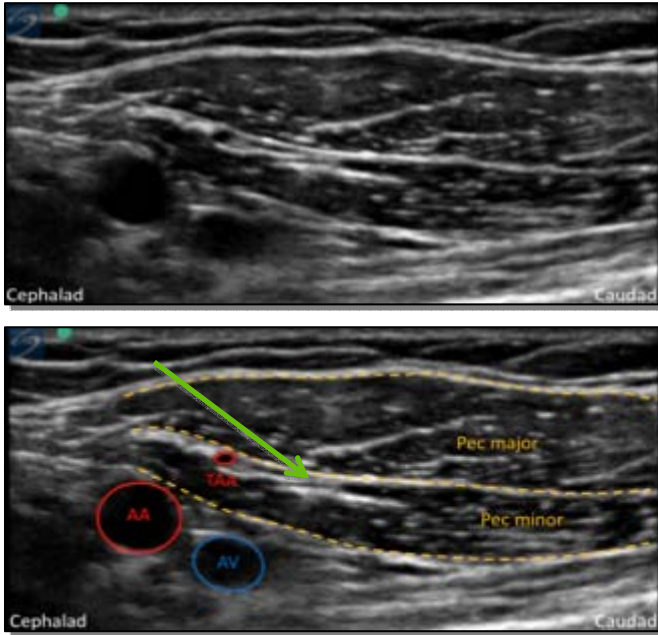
Pecs I 阻滞超声解剖 穿刺针由头侧向尾侧进针。局麻药注射于胸大肌与胸小肌之间。
